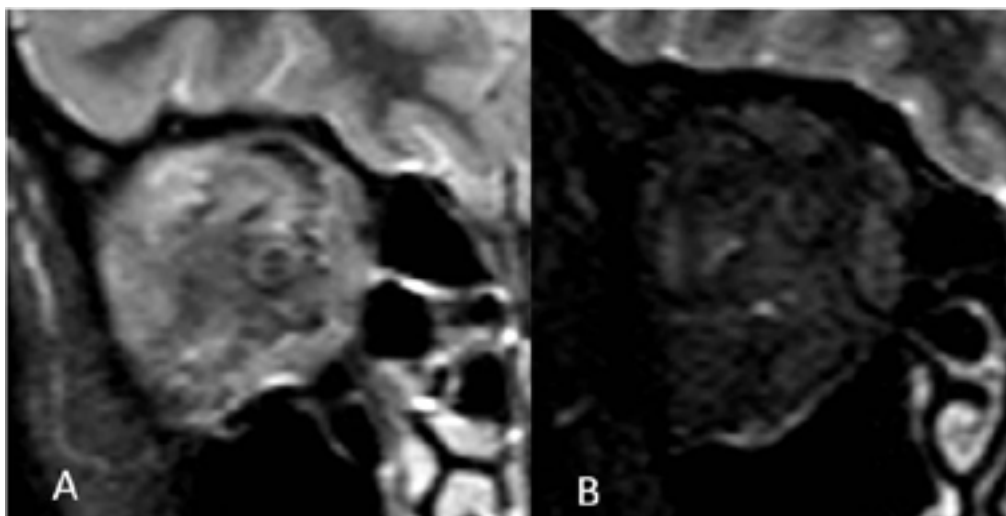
A. Ausencia de realce en caso de la lesión no vascularizada: quiste dermoide. A. RM Secuencia T1. B. RM Secuencia T1 con contraste.
